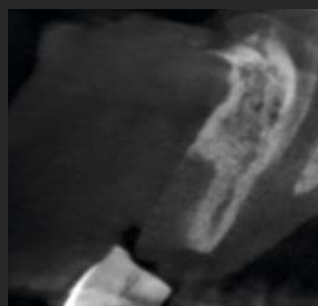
CBCT-Aufnahme der Ausgangssituation.
